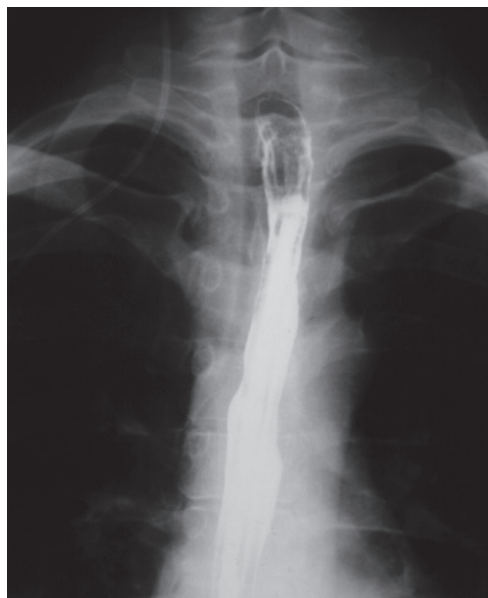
Рентгенография искусственного пищевода
